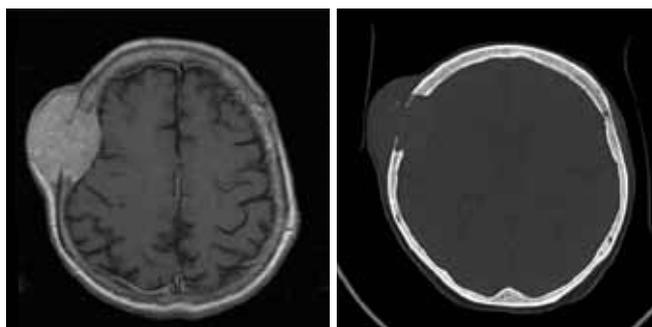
Очаг в правой лобно-теменной области: а – МРТ-изображение, б – КТ-изображение
